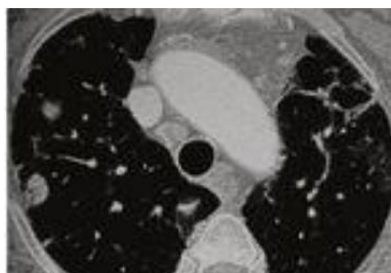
Tomografía computarizada de tórax: nódulos con semiología radiológica típica de nódulos reumatoide: redondeados, subpleurales, múltiples, en paciente con artritis reumatoide y neumopatía intersticial asociada (Gómez, H. [2011] <https://bit.ly/3r5ENZF>).
